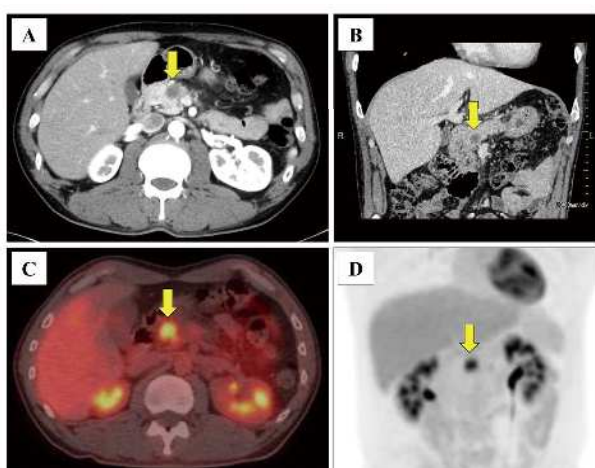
造影 CT および PET-CT による膵がんの描出
